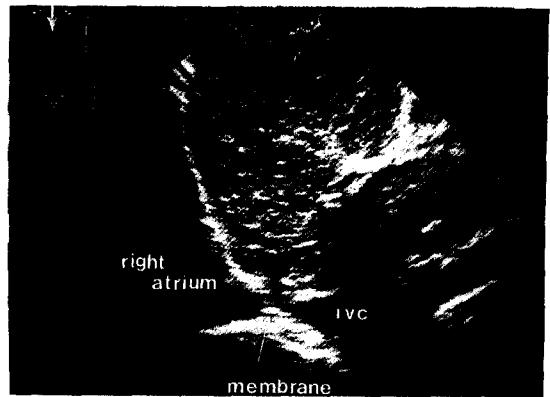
술전 간초음파 사진 : 우심방과 하공정맥사이의 협착의 소견이 보이며, membrane 혹은 web으로 생각되는 물질에 의한 하공정맥의 폐색소견이 관찰된다.
